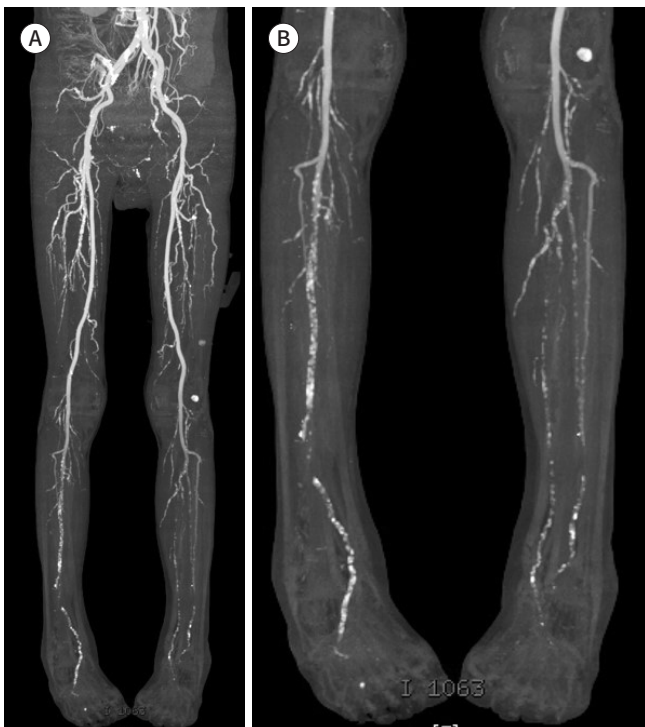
A 64-year-old male patient with diabetic foot in both legs. A, B. CT angiography shows the patent aortoiliac and femoropopliteal arteries in both legs. However, both the infrapopliteal arteries have massive calcifications and there are diffuse stenooclusive lesions.
